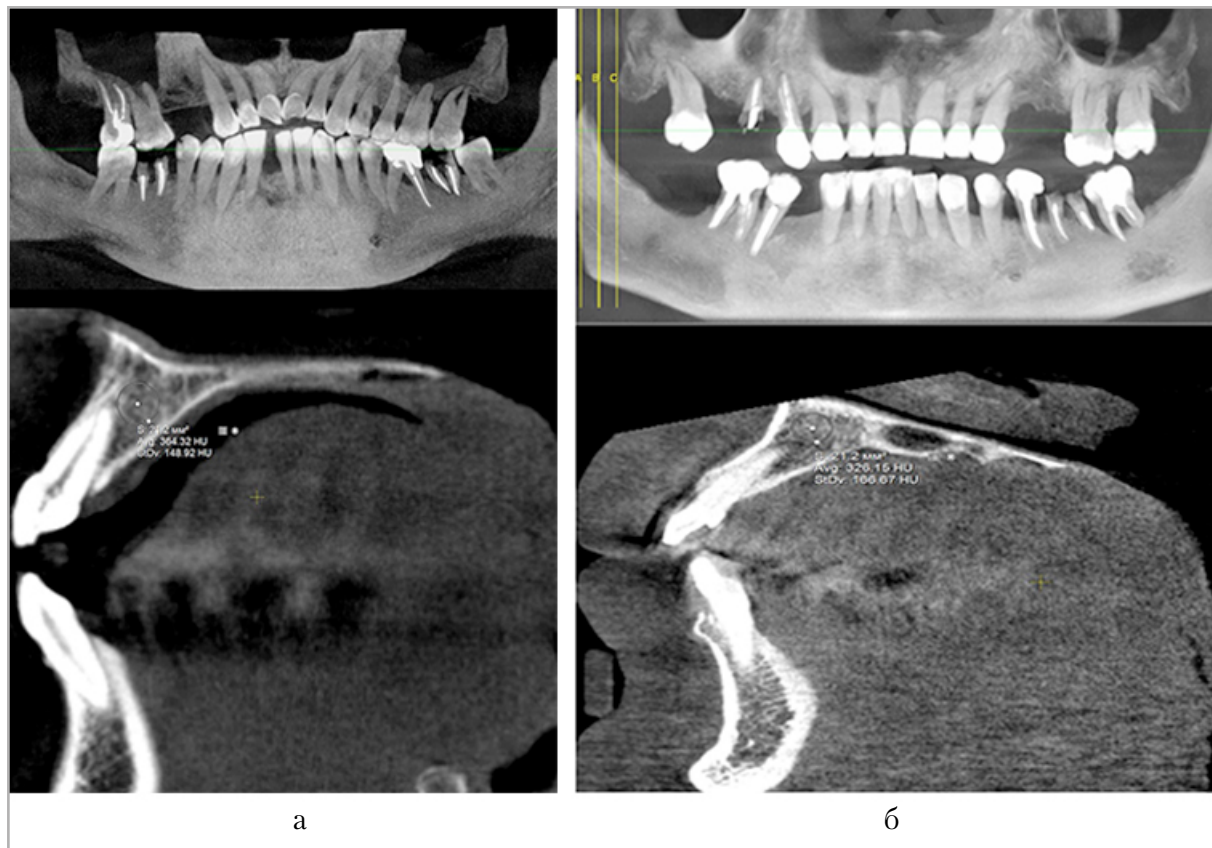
КЛКТ-томограммы: *а* — пациентка К. с серопозитивным РА: отмечаются зоны разрежения костной ткани в области верхней и нижней челюстей с уменьшением высоты межзубной перегородки на $\frac{1}{2}$ длины корня и наличием парадонтального кармана в 2.6, 3.6, 3.7, 4.5, 4.6; денситометрический показатель костной ткани в области межзубного промежутка между резцами верхней челюсти: 1.1, 1.2, Mean = 364,32 HU; *б* — пациент С. с серонегативным РА: отмечаются зоны разрежения костной ткани в области верхней челюсти с уменьшением высоты межзубной перегородки более $\frac{1}{2}$ длины корня и наличием парадонтального кармана в 1.2, 1.7, 2.3, 2.7, 2.8, 3.7, 3.6, 4.5; денситометрический показатель костной ткани в области межзубного промежутка между резцами верхней челюсти: 1.1, 1.2, Mean = 326,15 HU
